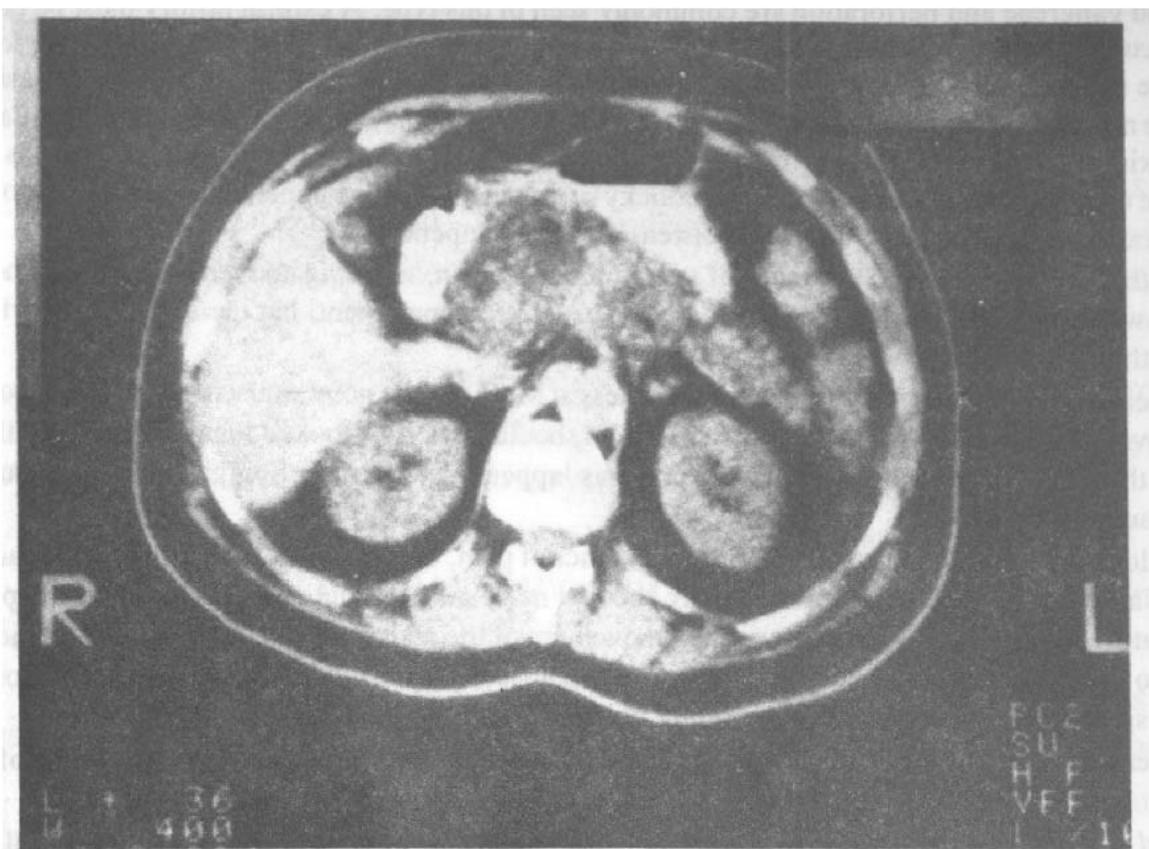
CT Scan of the abdomen showing oedematous enlarged pancreas indicating acute pancreatitis.
